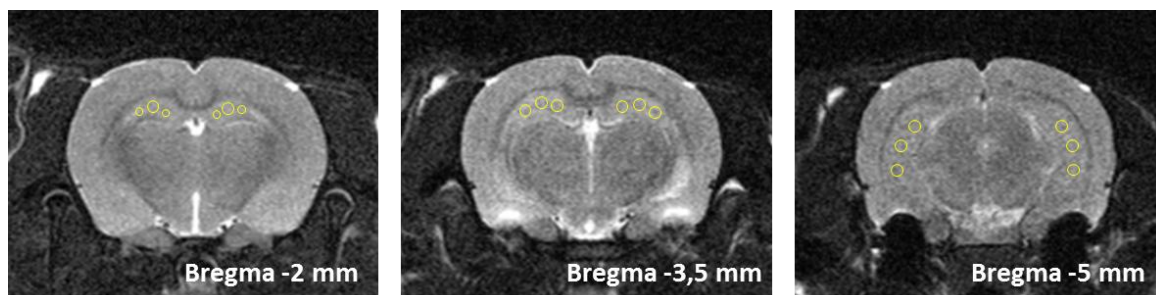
Imágenes de resonancia magnética representativas de los 3 cortes coronales de hipocampo y los ROIs (amarillo) seleccionados para la determinación de la intensidad de la señal.
